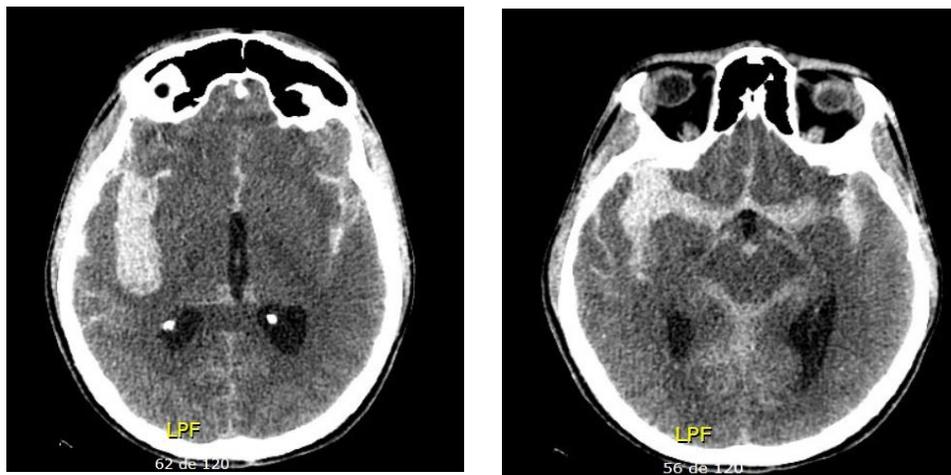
Tomografía simple de cráneo. Hemorragia subaracnoidea Fisher IV, hematoma parenquimatoso temporal del lado derecho. Tomado de autores.
